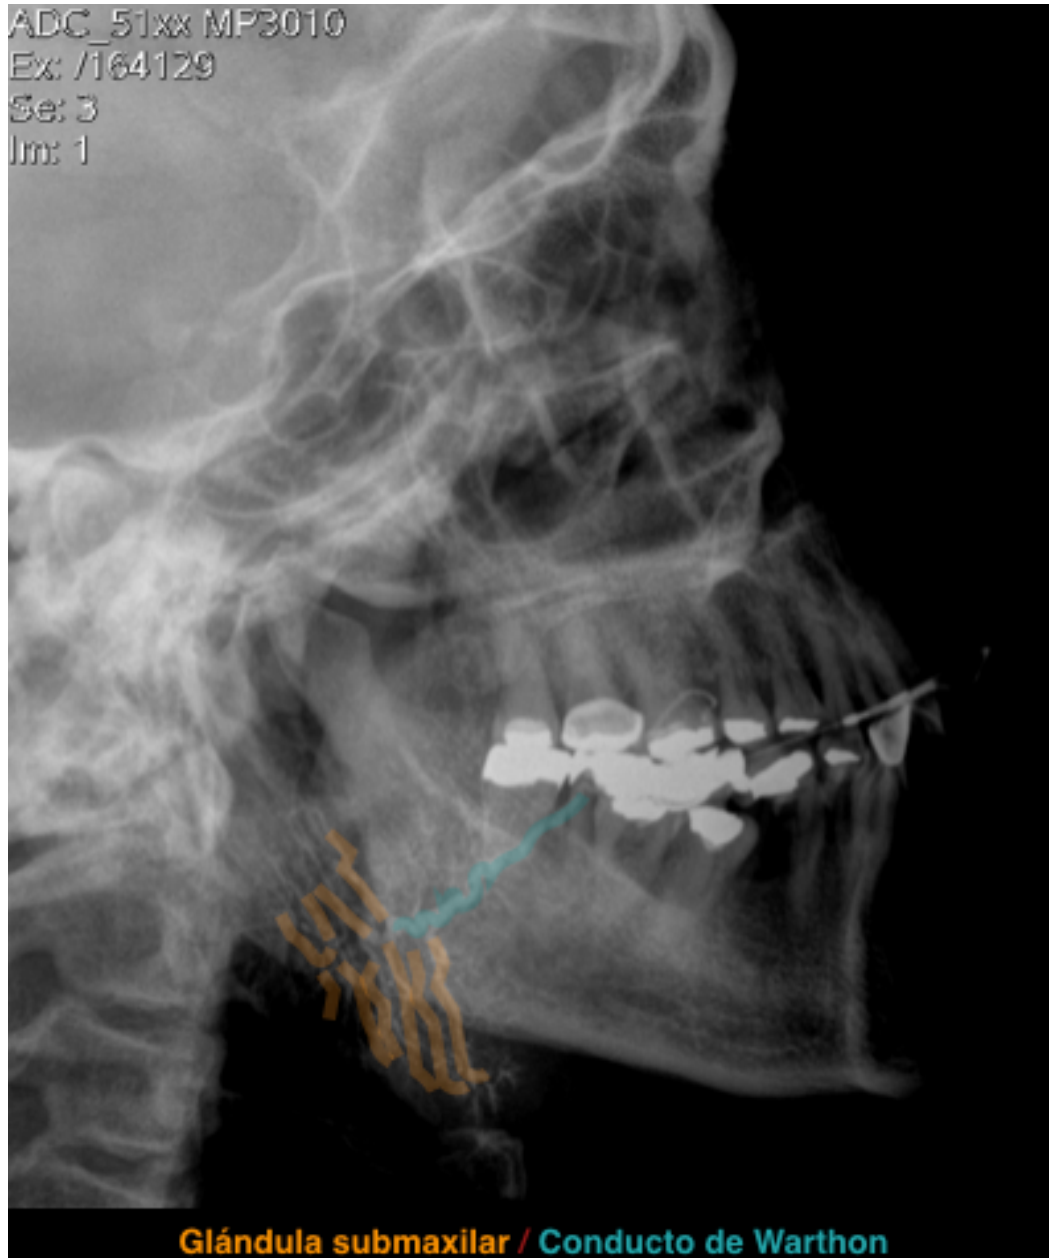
Radiografía lateral izquierda ejemplificando el conducto de Warthon (esmeralda) y glándula submaxilar (amarillo)
